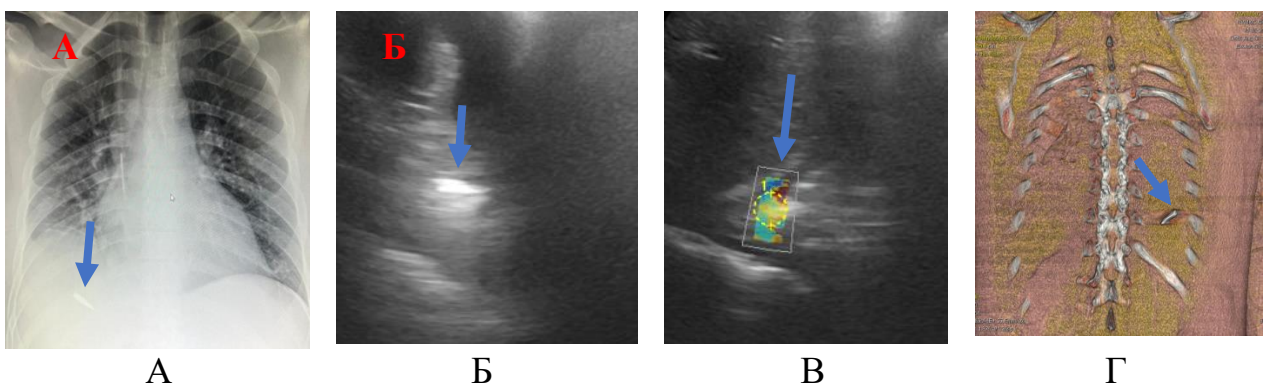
Медико-візуально-балістична оцінка у постраждалого з кульовим пораненням грудної клітки: А – рентгенограма. Б – УЗД. В – СЕГ проєкції стороннього тіла плевральної порожнини. Г – МДКТ вигляд ззаду. Стороннє тіло – куля калібру 5,45x39 мм (стрілка)
